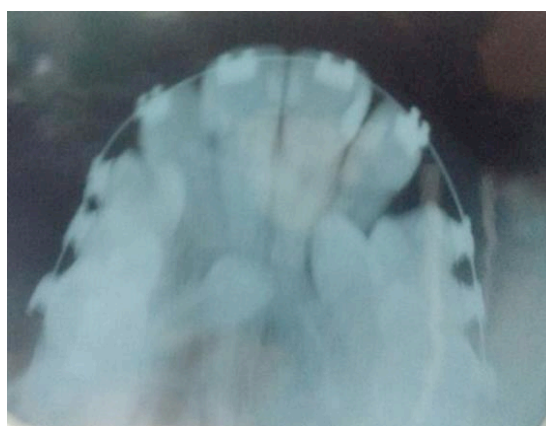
Radiografia oclusal mostrando a impação bilateral dos caninos superiores. Fonte: Soares-Santos et al.,⁽²⁷⁾
